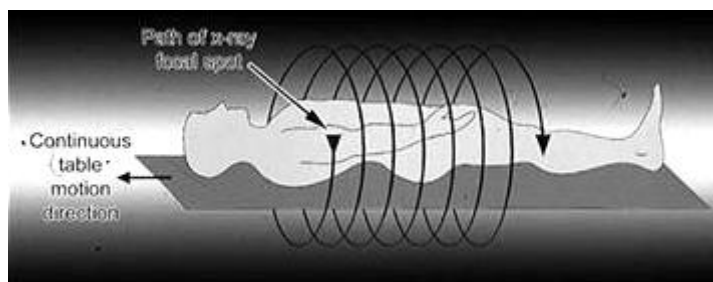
Принцип спиральной компьютерной томографии
